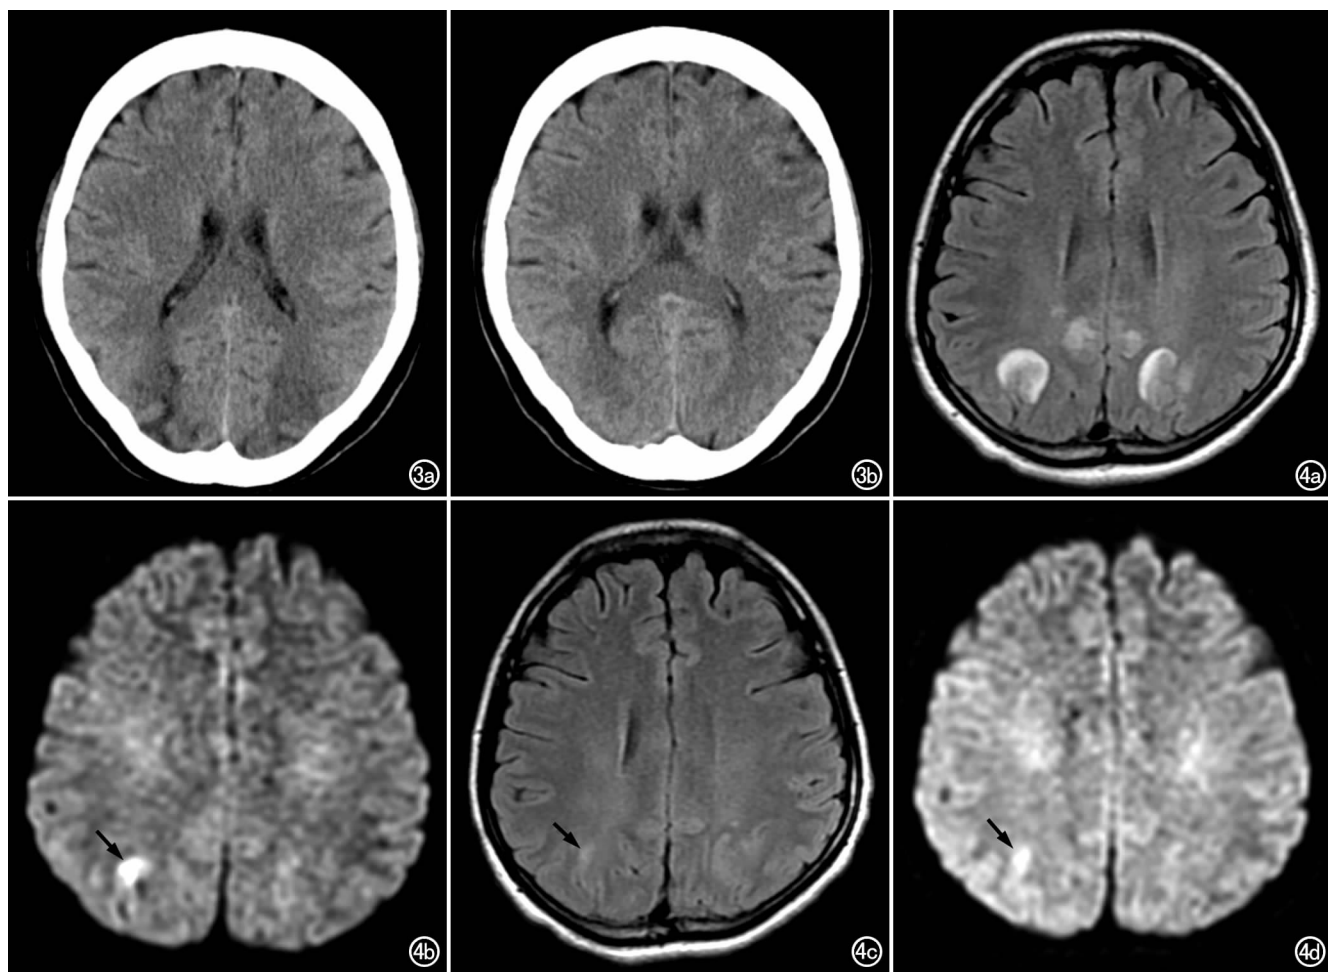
女,34岁,孕37周,突发抽搐4小时,血压150/105mmHg。a)首次CT检查示双侧枕叶皮层下白质对称性片状低密度改变; b) 6d后复查CT示双侧枕叶病灶已消失。图4 女,28岁,孕37周,发现血压升高伴头痛5天,双目失明12小时,血压170/120mmHg。a)首次MRI检查T₂ FLAIR图像示双侧顶叶皮层及皮层下对称性高信号; b) DWI显示病灶大部分呈等信号,右顶叶皮层下见小片状高信号灶(箭); c) 10天后复查T₂ FLAIR图像显示双侧顶叶病灶基本消失,首次DWI时的高信号灶仍呈稍高信号(箭); d)复查DWI示右顶叶病灶仍呈高信号(箭),但信号强度较前减低。
